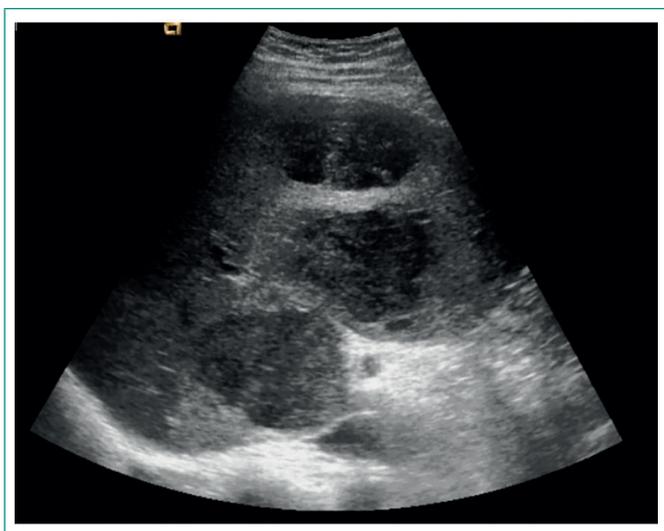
Ecografía de abdomen urgente
